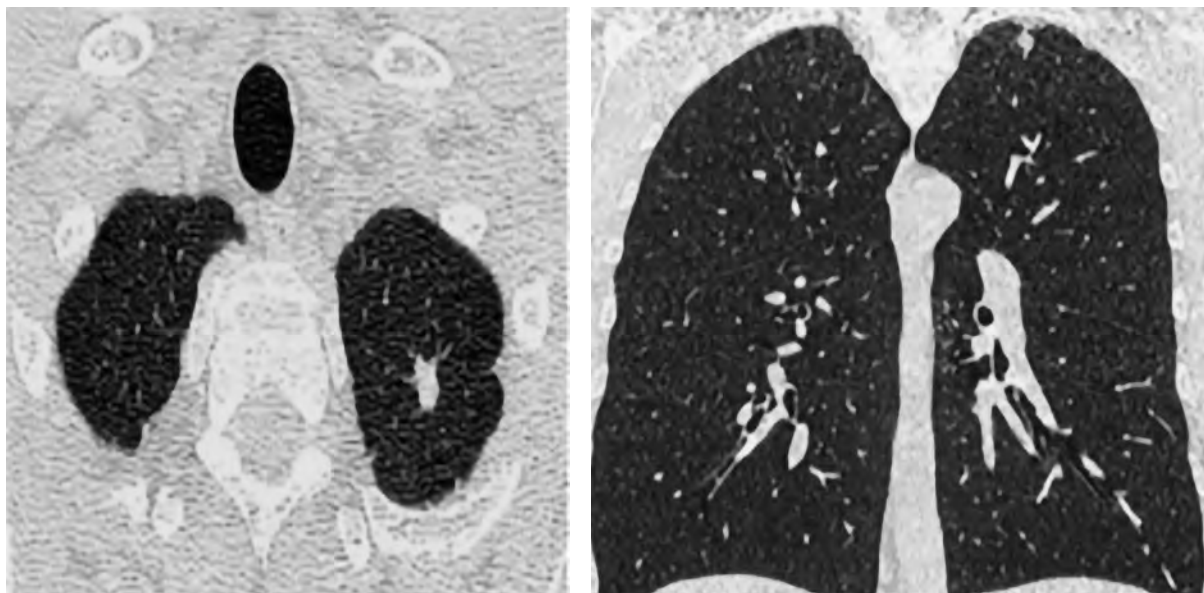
На аксиальных и фронтальных КТ-срезах (легочное окно) в S1+2 левого легкого определяется очаг с четкими контурами на фоне фиброзно измененной легочной ткани [21]
